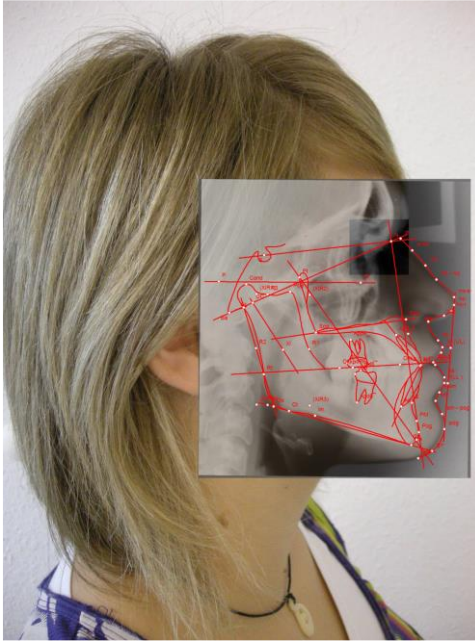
Fusionsbild aus 2D-Röntgen- und extraoralem Bild sowie kephalometrischer Auswertung einer Patientin mit Hilfe der ivoris analyze 3D Software
